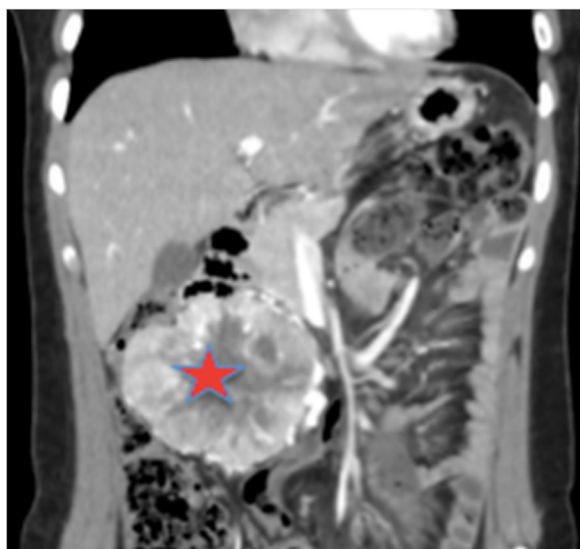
Estudio de extensión con TAC toracoabdominal con contraste. RMN abdominal T2 que visualiza una gran masa abdominal de 6,8 x 10,9 x 8,3 cm (AP x T x L), que condiciona efecto masa con compresión de la vena cava inferior y desplazamiento de asas intestinales.
